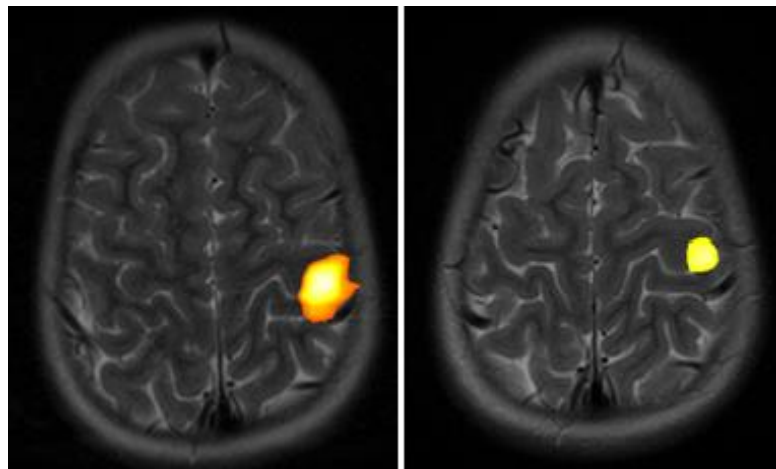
Изменения на Ф-МРТ у первого пациента (до курса лечения и по окончании курса лечения)
